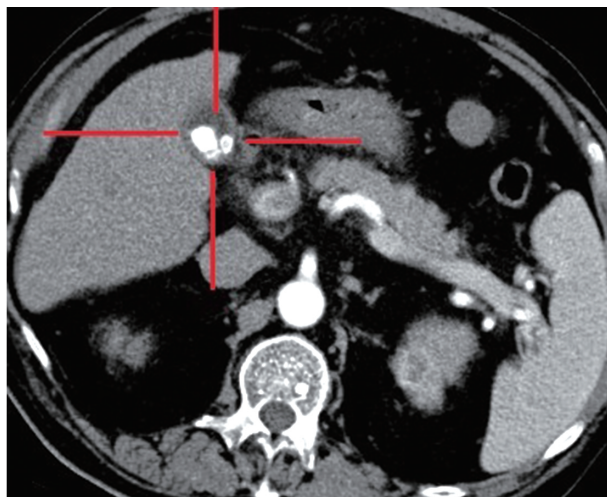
增强 CT 示肝硬化、胆囊炎、胆囊多发结石
